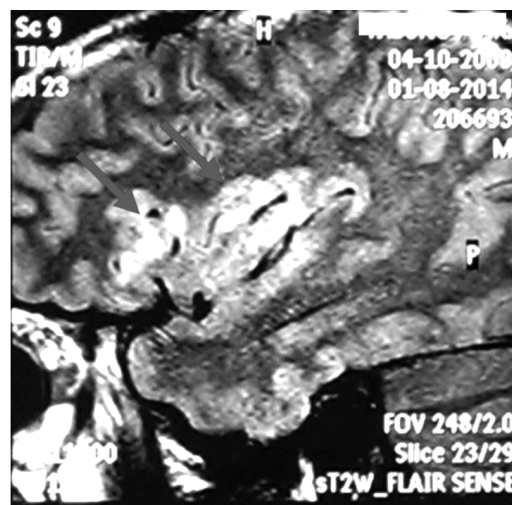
Очаги поражения в головном мозге ребёнка с FIRES, МРТ в режиме T2 FLAIR, сагиттальная проекция.
